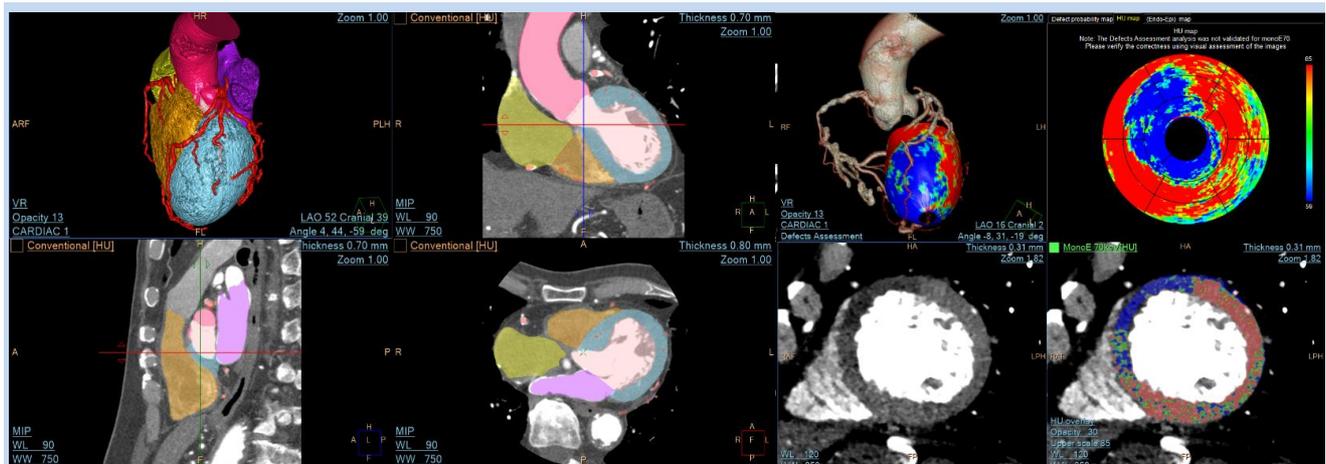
Comprehensive Cardiac Analysisによる、心臓CTの包括的解析。自動セグメンテーションにより冠動脈を描出し、CPRセンターラインを3次元上で描出する。Defect assessment 機能を用いて、精度の高い安静時心筋灌注CT値マップが作成可能
